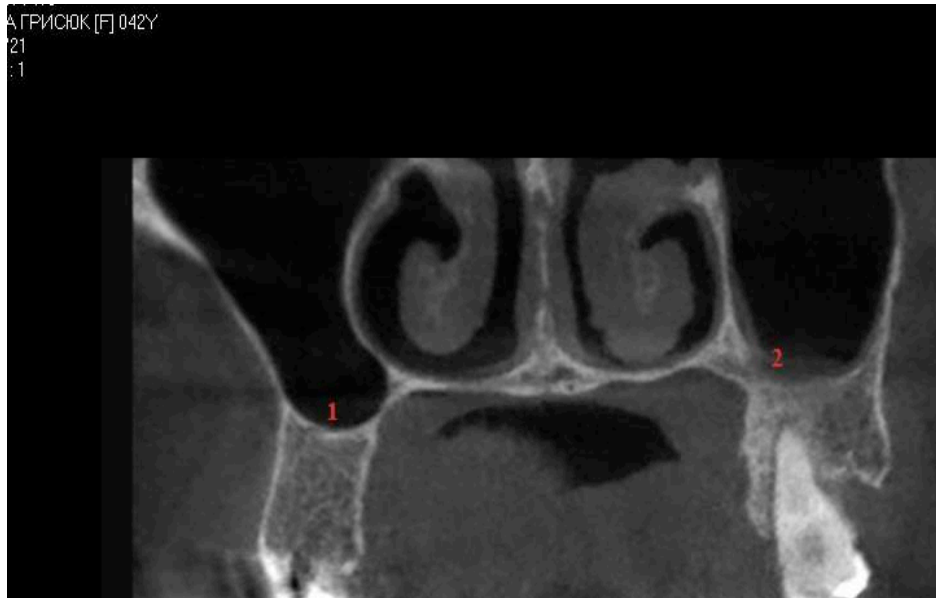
Комп'ютерна конусно-променева томографія пацієнтки Г. (історія хвороби № 5216). Хронічний періодонтит 26 зуба.
